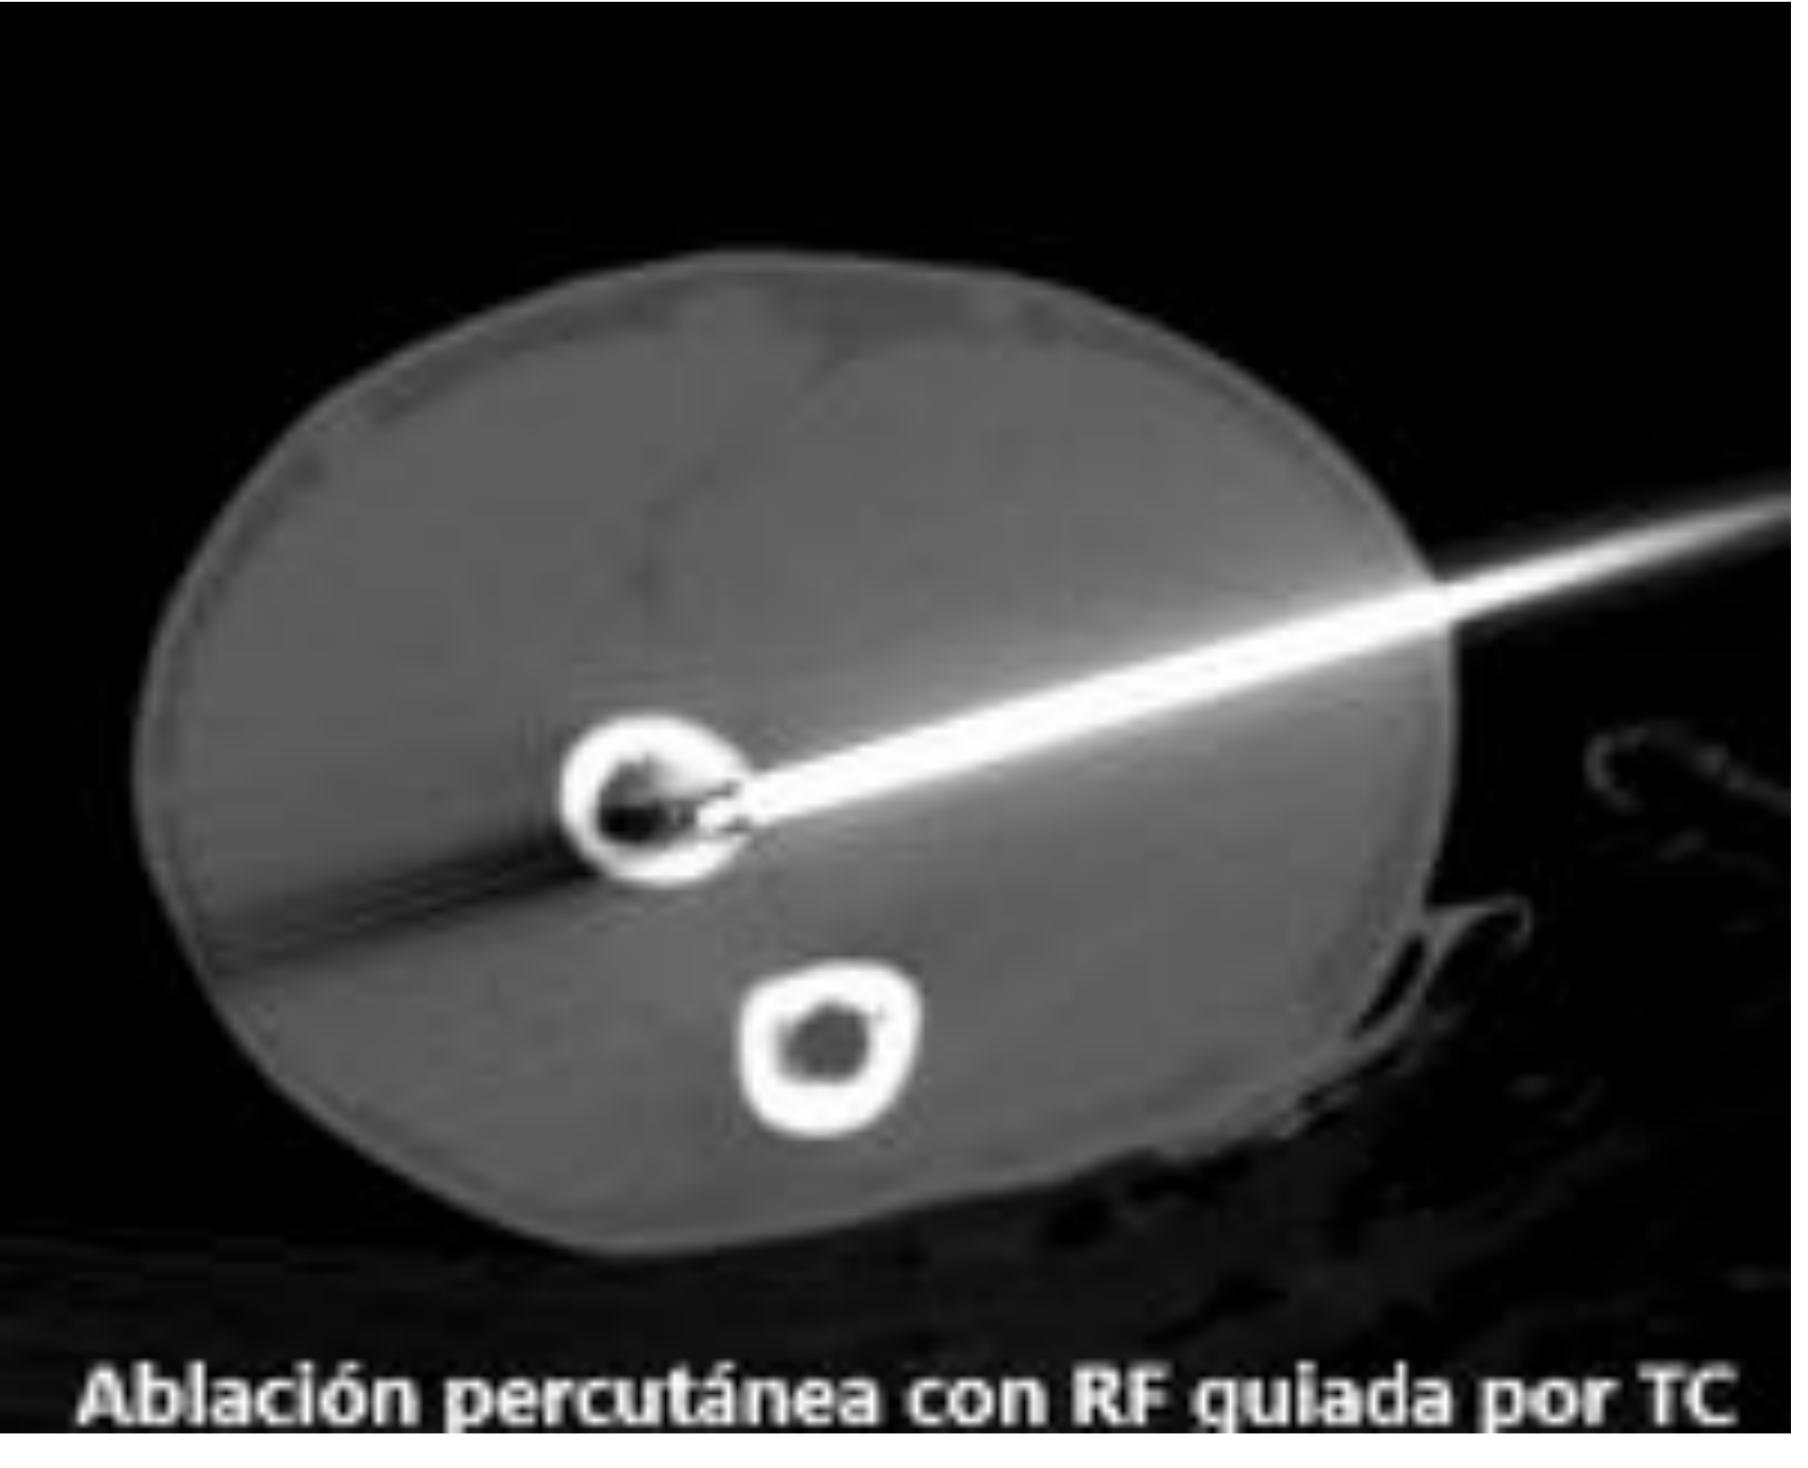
Imagen izquierda: TC: Se confirma la presencia de lesión ósea cortical esclerosa con centro radiolúcido de unos 2 mm. en la unión diafisometafisaria proximal del radio, de localización anterior, compatible con sospecha de osteoma osteoide.
